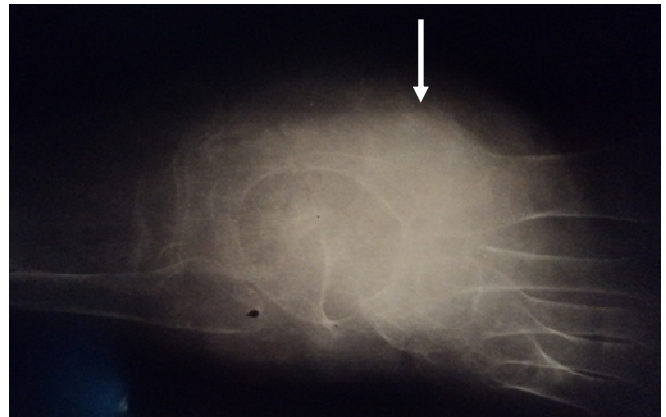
Radiographie du pied, incidence de face. Remaniement osseux majeur de l'arrière et du médio-pied.
